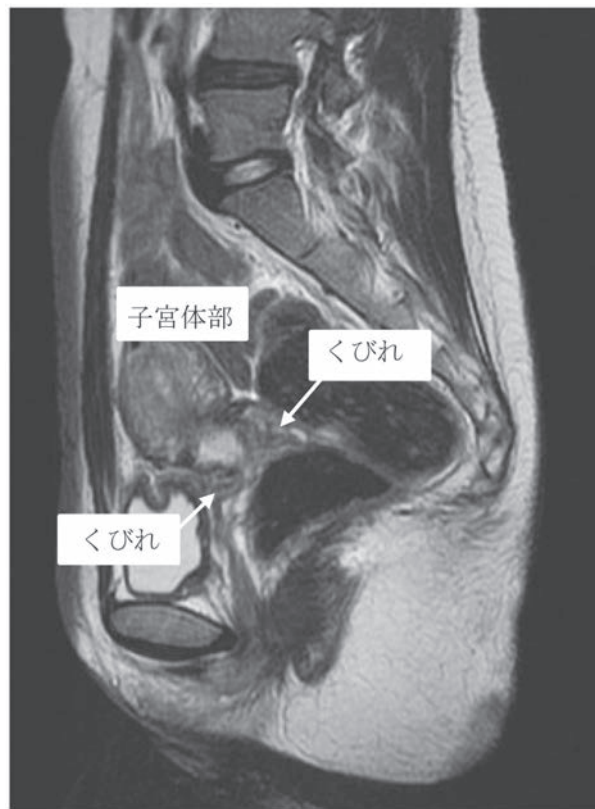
術後4か月の骨盤MRI画像。子宮頸部のくびれと子宮体部の軽度萎縮を認める。
